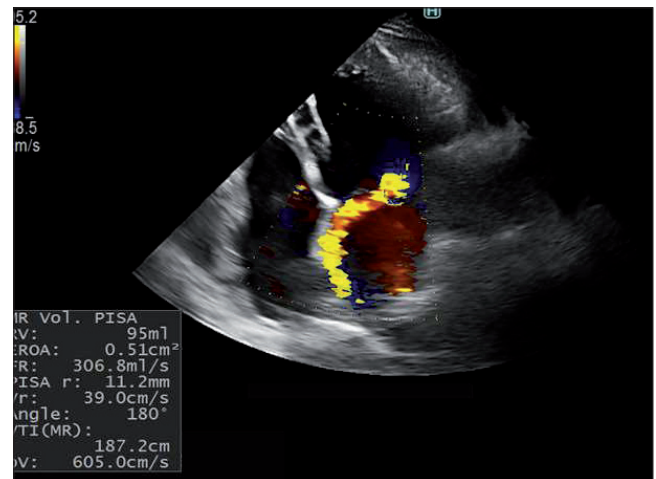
Transthoracic echocardiography showing the use of quantitative assessment of mitral regurgitation by proximal isovelocity surface area (PISA) method.
